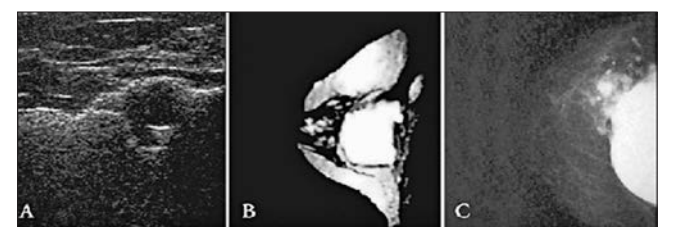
Ехограма (А), МРТ (В), маммограма (С) при пошкодженні імплантів
